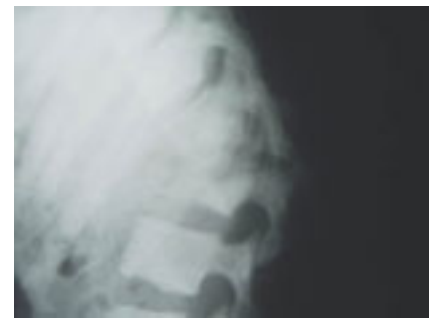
Radiografía simple de columna lateral.
